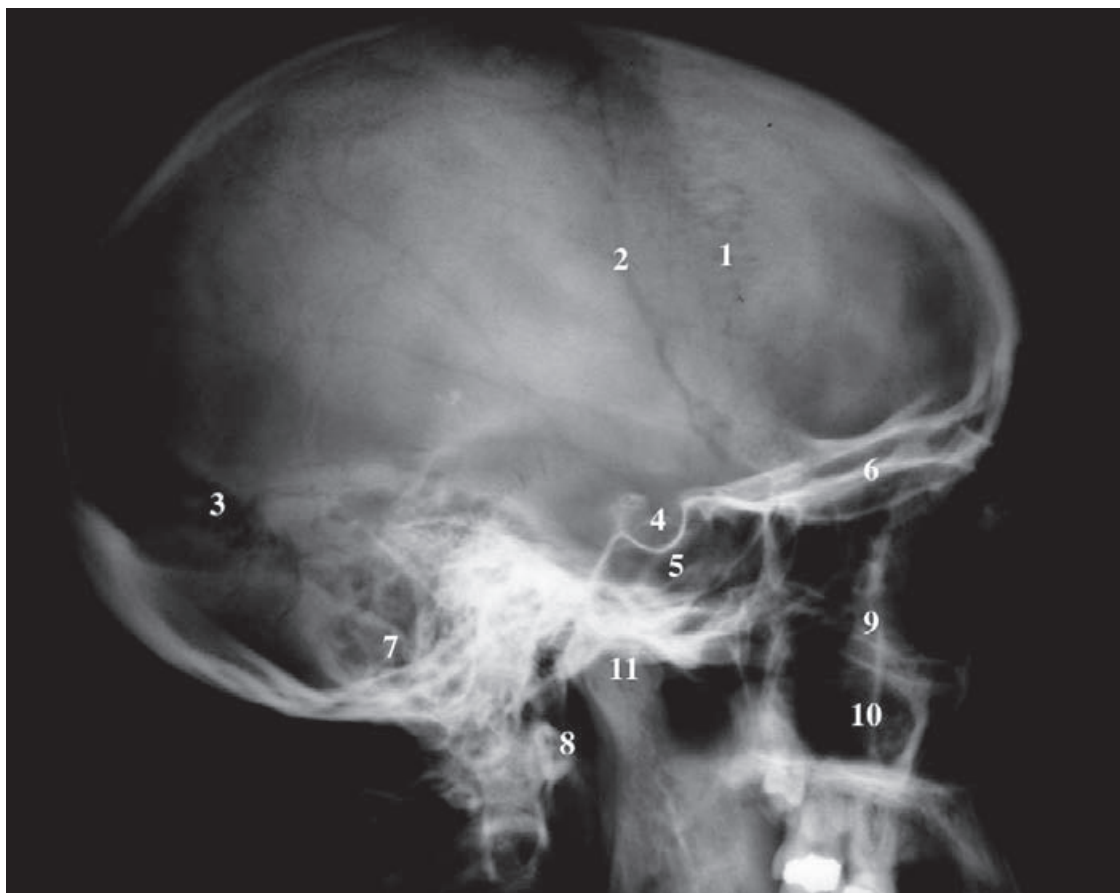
Radiografía lateral del cráneo. 1) Sutura coronal. 2) Surcos vasculares. 3) Sutura lambdoidea. 4) Silla turca. 5) Seno esfenoidal. 6) Techo orbitario. 7) Celdas mastoideas. 8) Arco anterior del atlas. 9) Hueso cigomático. 10) Seno maxilar. 11) Apófisis condilar.
